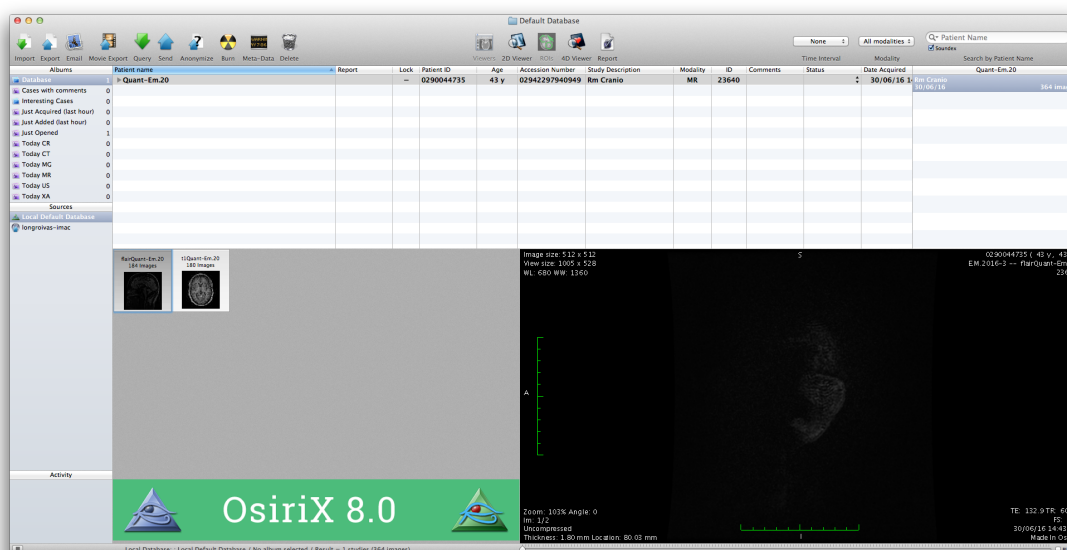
Ambiente OsiriX contendo uma sequência volumétrica FLAIR e outra com ponderação em T1
